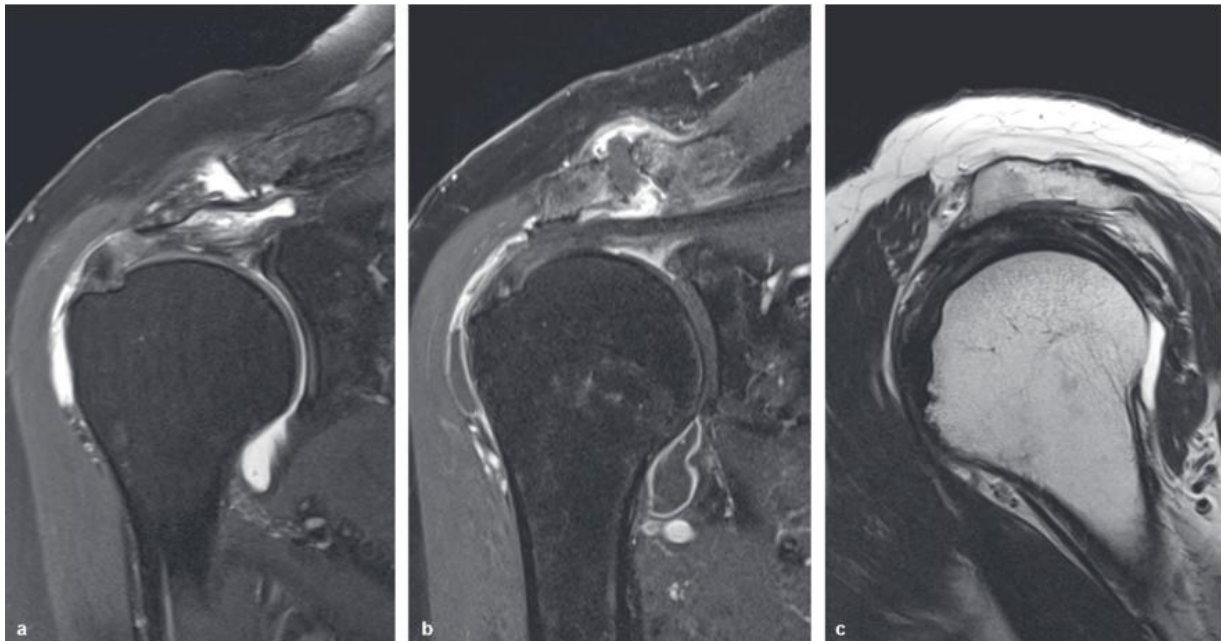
Darstellung einer MRT-Aufnahme eines Patienten mit diagnostiziertem chronischen SIS. a) Erguss im Pdw-fatsat-Bild ist signalreich b) Nach Kontrastmittelzugabe reichert sich eine Synovialitis randständig an. c) Typ III Acromion nach Bigliani. Bedingt eine sekundäre subacromiale Knochenkonsole. Die Supraspinatussehne ist bei der Tendinose in der Struktur aufgelockert, verdickt und signalgesteigert. Abbildung aus (HABERMEYER, 2017)
